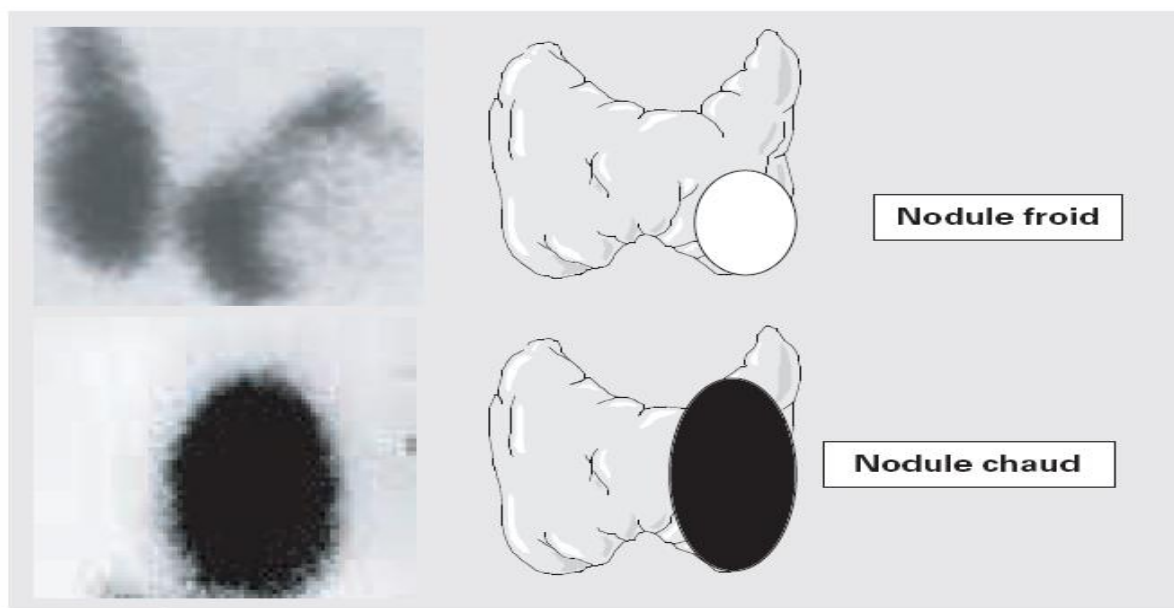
aspect des nodules froids et chauds à la scintigraphie [25,42]
